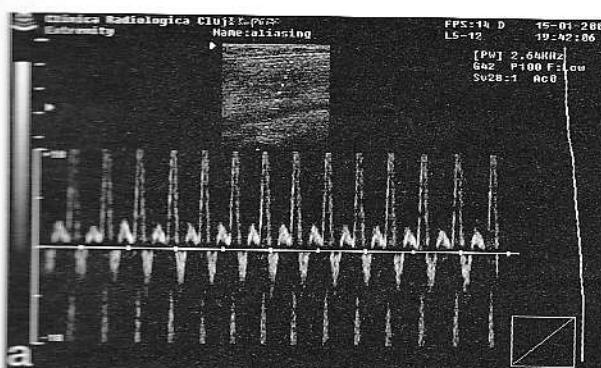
Efectul creșterii FRP în ecografia Doppler pulsat: a) examinare cu FRP joasă (limita Nyquist mică) – artefactul de ambiguitate este evident; b) creșterea FRP duce la creșterea limitei Nyquist și la eliminarea artefactului.
